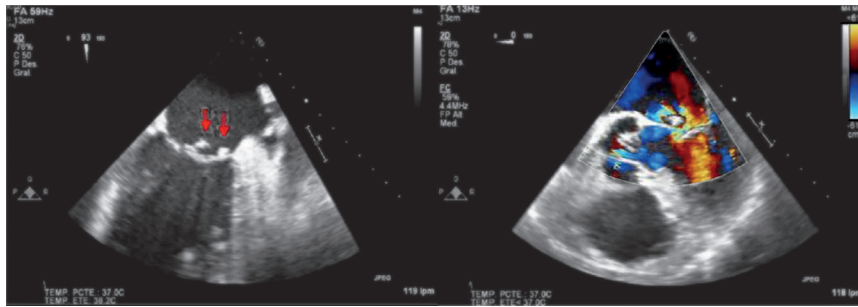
Ecocardiograma transeofágico. Vegetaciones en cara auricular de válvula mitral(izquierda). Insuficiencia mitral muy severa con jet de regurgitación con técnica Doppler Color(derecha).
